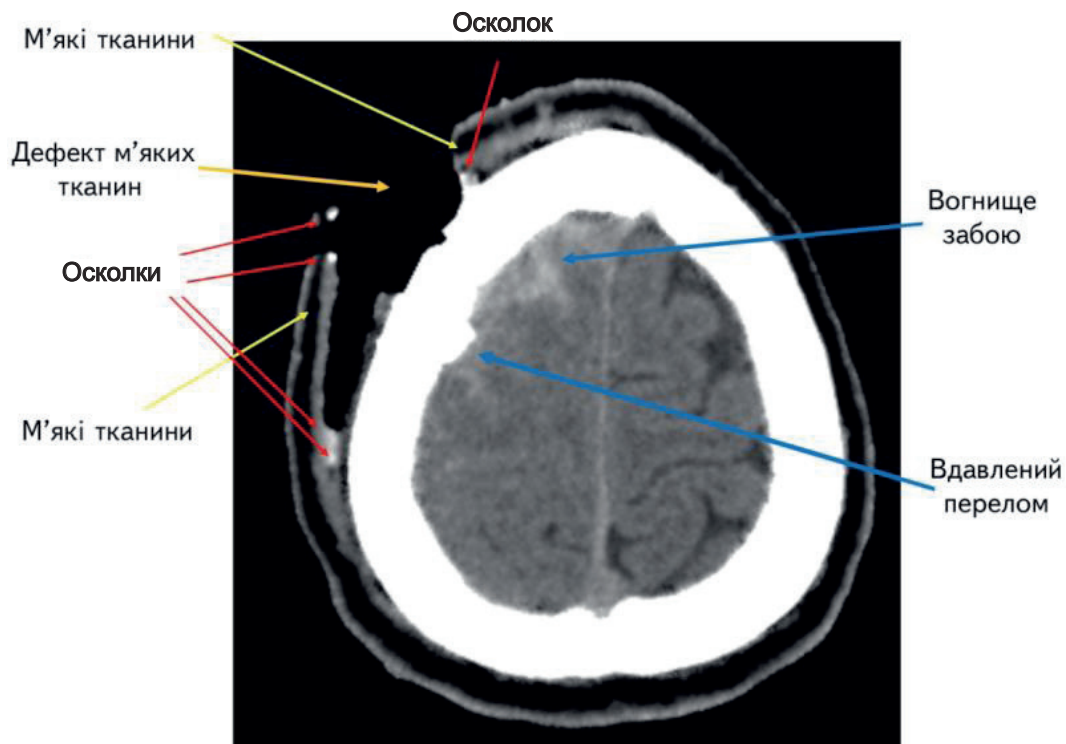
Комп'ютерна томограма (аксіальний зріз) пораненого з вогнепальним непроникаючим множинним дотичним черепно-мозковим пораненням, спричиненим спрямованим пучком осколків. Стрілками показано велику рану м'яких тканин з дефектом тканин, вдавлений перелом правої тім'яної кістки, вогнище забою мозку, осколки по краях рани м'яких тканин
